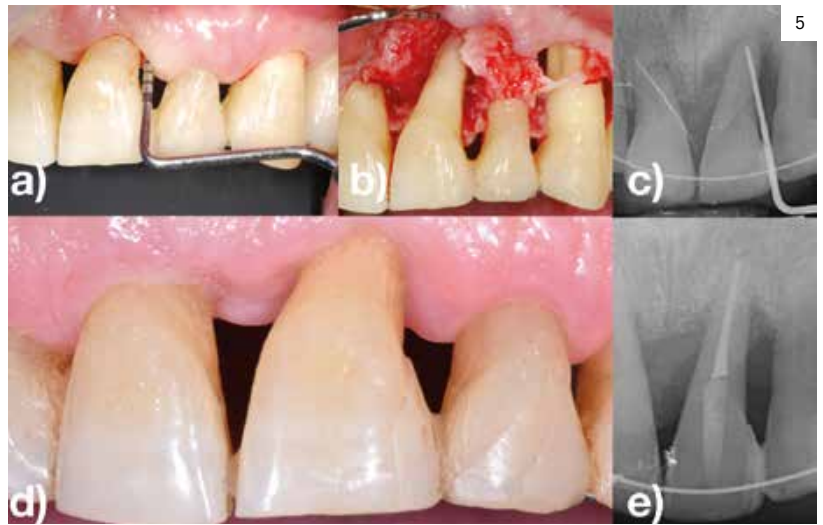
a) Imagen clínica de sondaje profundo en 21 de un paciente con enfermedad periodontal avanzada. b) Imagen intraquirúrgica del defecto periodontal en el que se aprecia como el foramen apical está expuesto y el defecto sobrepasa el ápice. c) Radiografía preoperatoria con sonda. d) Imagen clínica de seguimiento de tratamiento quirúrgico periodontal reconstructivo a 3 años de seguimiento. e) Radiografía periapical con resolución de la componente intraósea del defecto a 3 años de seguimiento.
